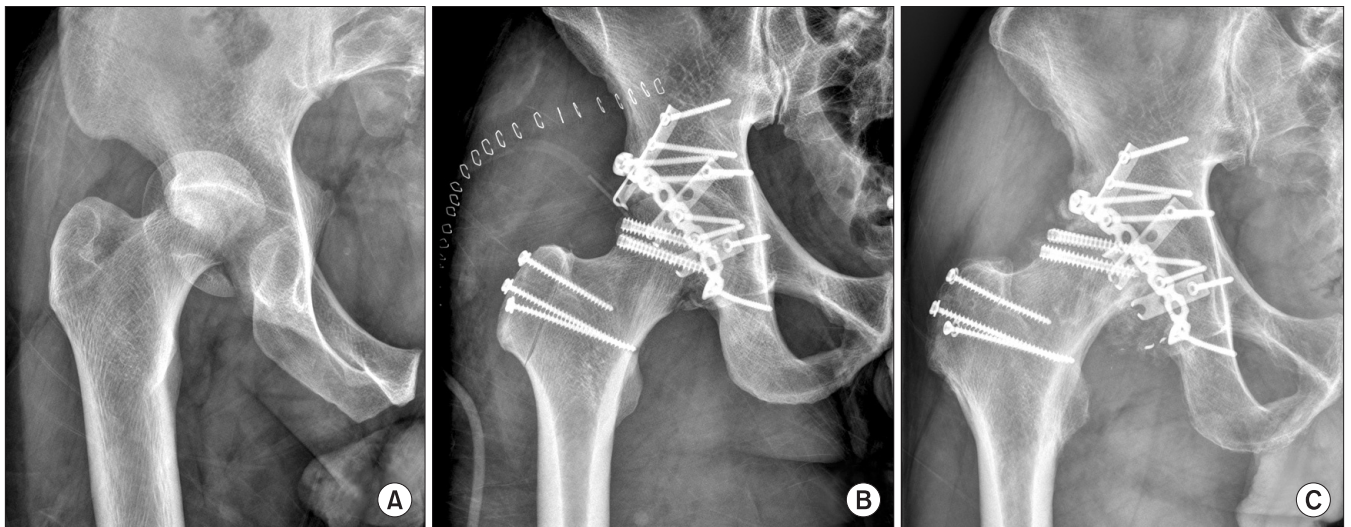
(A) Preoperative anteroposterior pelvic radiograph shows the femoral head fracture of Pipkin type IV. (B) Postoperative radiograph shows an anatomic reduction and internal fixation with headless screws, spring plates. (C) Radiograph obtained postoperative 34 months shows avascular necrosis of the femoral head.
